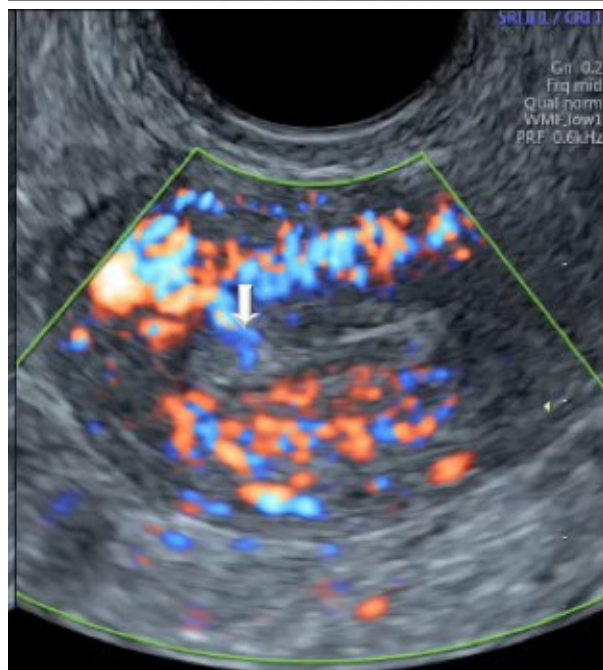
Pólipo endometrial. Corte uterino en plano sagital. Arriba, imagen en escala de grises en la que se aprecia una pequeña imagen hiperecogénica redondeada (flecha). Abajo, la misma imagen aplicando *power* Doppler de alta definición, que nos permite visualizar un pequeño pedículo vascular dependiente de miometrio anterior (flecha).
